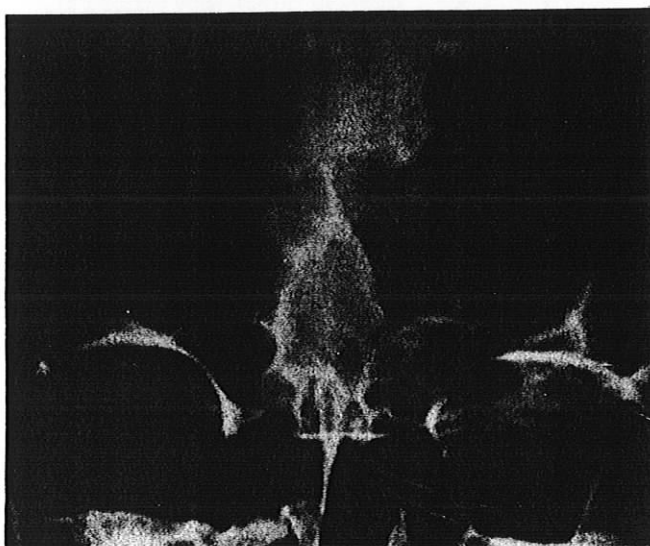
Cas n°3 : Radiographie ante mortem
